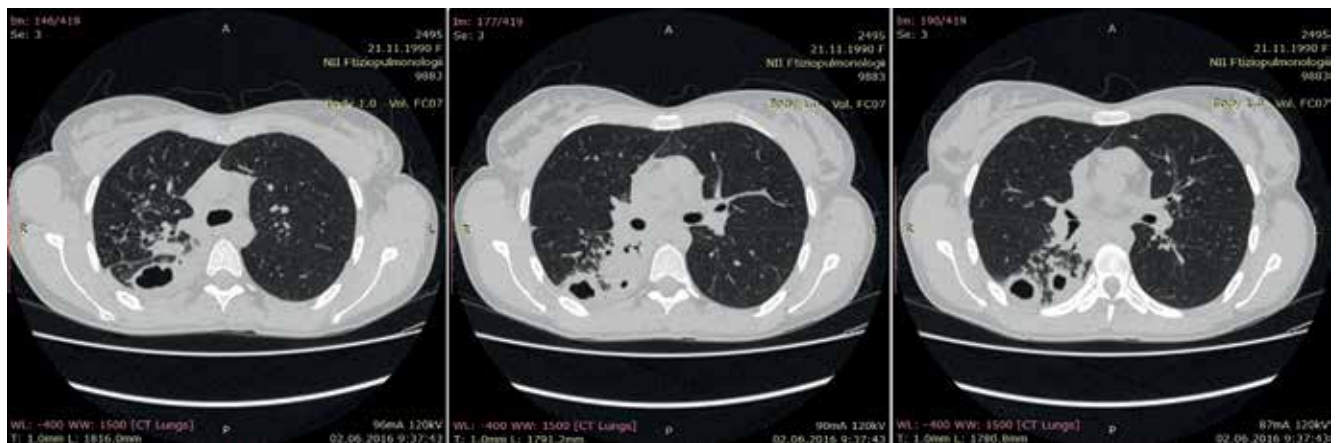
Пациентка К., МСКТ грудной клетки от 02.06.2016 г. Прогрессирование туберкулеза. Описание в тексте
